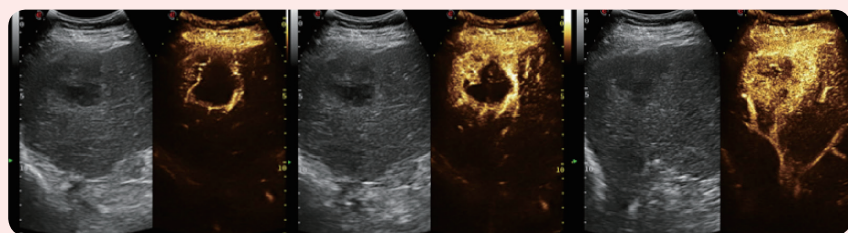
超声造影动脉期快速环状增强，门脉期及消退期消退呈低增强，内部散在无增强
